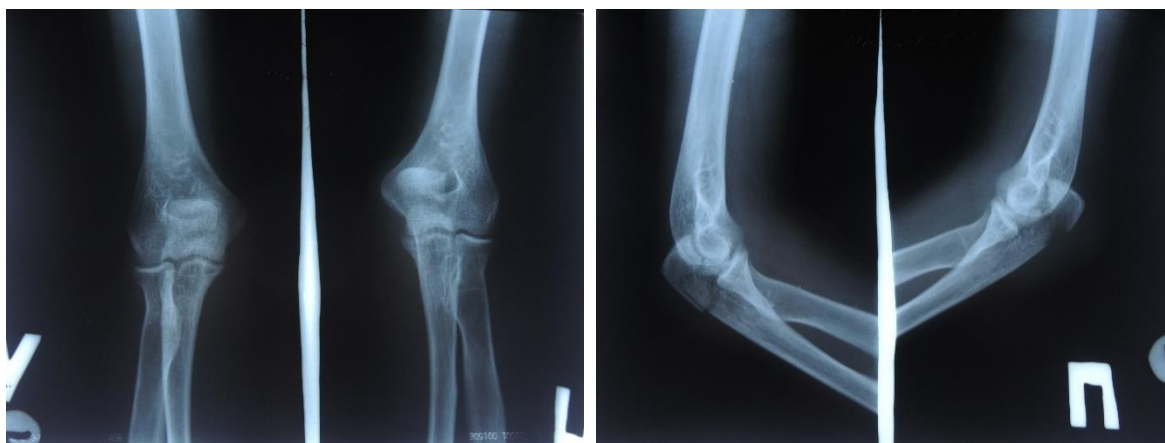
Рентгенограммы больной М. при поступлении
